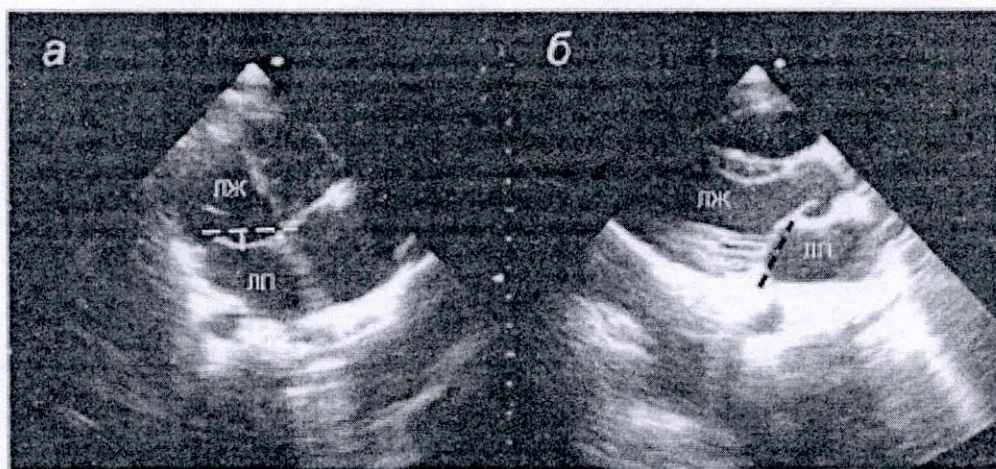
Ложная эхокардиографическая диагностика ПМК при нормальном митральном клапане. а – проекция четырех камер; типичная ошибочная диагностика пролапса. При проведении линии, соединяющей основание и край передней митральной створки (белый пунктир), «выявляют» ее прогиб на 3 мм (перпендикуляр); б – парастеральная проекция длинной оси левого желудочка у этого же пациента. Обе
